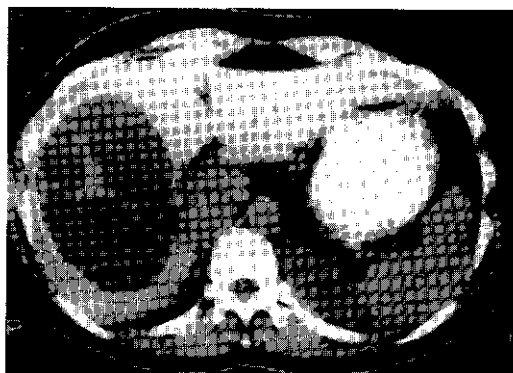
TC de un quiste hidatídico del hígado en la que se observa un gran quiste y múltiples vesículas hijas. El paciente era una mujer de 36 años de edad, nacida en Grecia, y que presentó dolor en el hipocondrio derecho.
